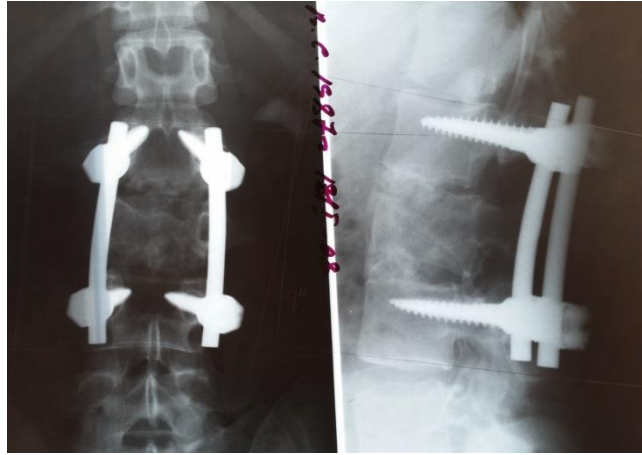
КТ-грамма больной С-и после первого этапа оперативного лечения.
